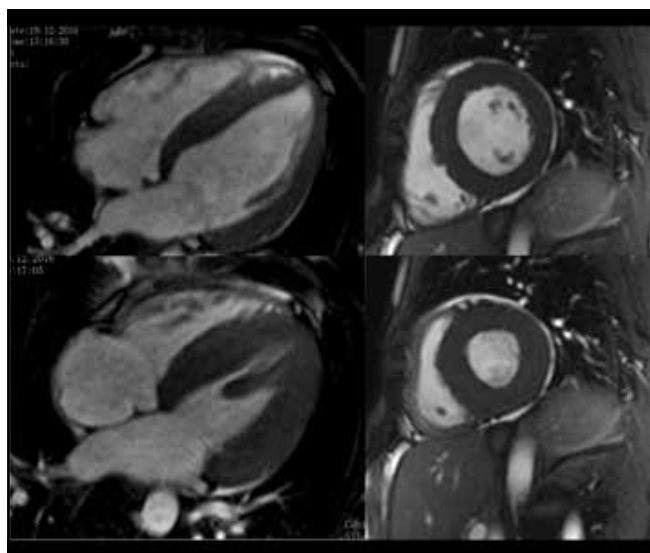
МРТ сердца. Концентрическая гипертрофия миокарда без признаков дилатации камер сердца.
